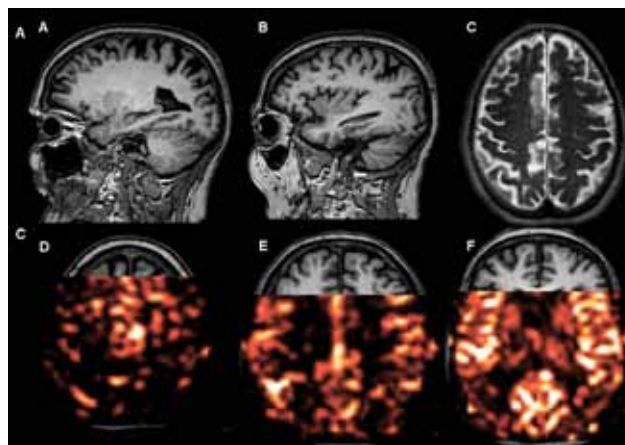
Doente com apraxia de ambos os membros superiores, dificuldades na marcha e mioclonias. Nas imagens ponderadas em T1 (A e B) e em T2 (C) observa-se atrofia cortical parietal bilateral, mais evidente à esquerda. As imagens D a F são fusões do mapa de CBF com FLAIR, onde é visível hipoperfusão peri-rolândica bilateral.
